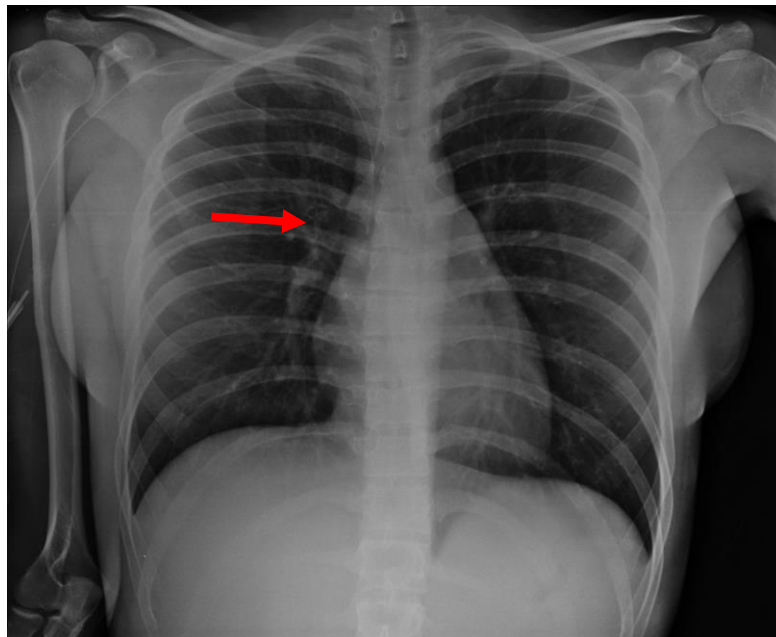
Radiografia de tórax mostrando a ponta do CCIP posicionada na veia cava superior
